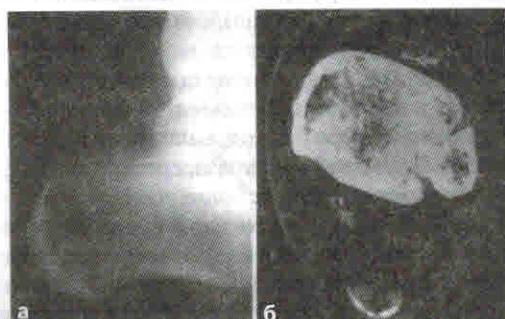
Рентгенограмма левой пятки, боковая проекция, небольшое увеличение ахиллова сухожилия (а). КТ той же пятки: черной стрелкой показаны депозиты моноурата натрия в области ахиллова сухожилия, белой стрелкой отмечены очаги кальцификации сосудов (б).
